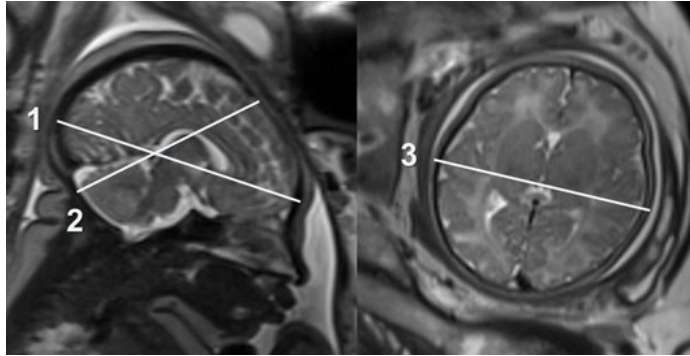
Измерение размеров головки плода по данным МРТ
